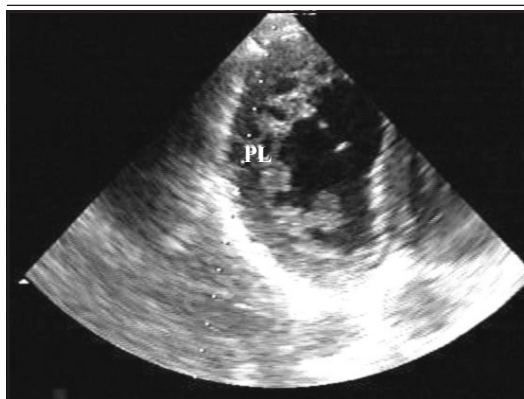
Ecocardiografie – secțiune apicală 4 camere modificată prin angularea posterioară a transductorului. Se poate observa trabecularea marcată a peretelui posterolateral (PL) spre zona apicală
